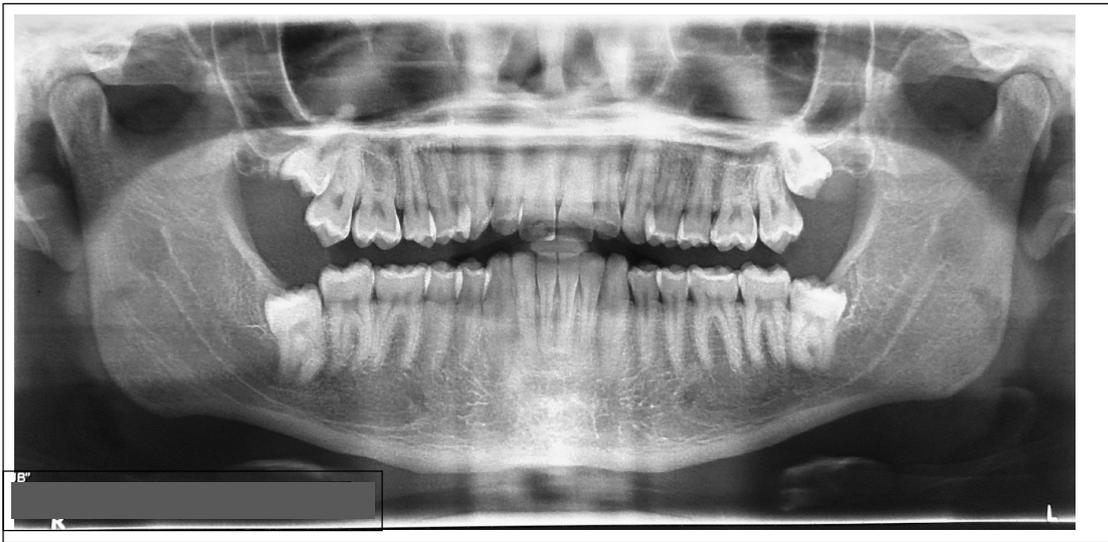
Radiografia panorâmica demonstrando 3MI direito e esquerdo apresentando a mesma classificação, II-B mesio-angulado.
